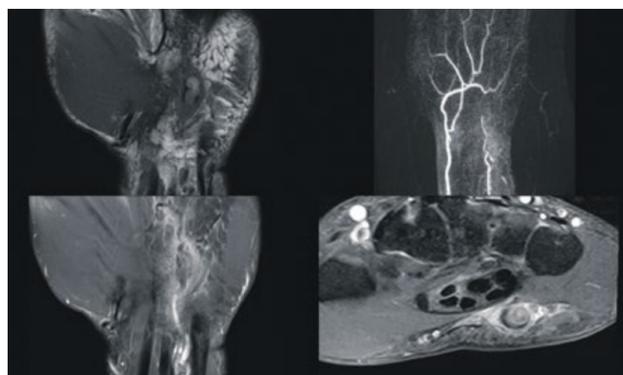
Hypothenar Hammer Syndrom: Coronare (a) und (b) sowie transversale (d) MRT und Summationsbild der MR-Angiografie (c). Nachweis des Verschlusses der distalen A. ulnaris (Pfeil, Bild b) und direkte Darstellung der arteriellen Thrombose (Bild a vor sowie c nach KM Gabe) und der Umgebungsreaktion (Bild d nach KM Gabe).
